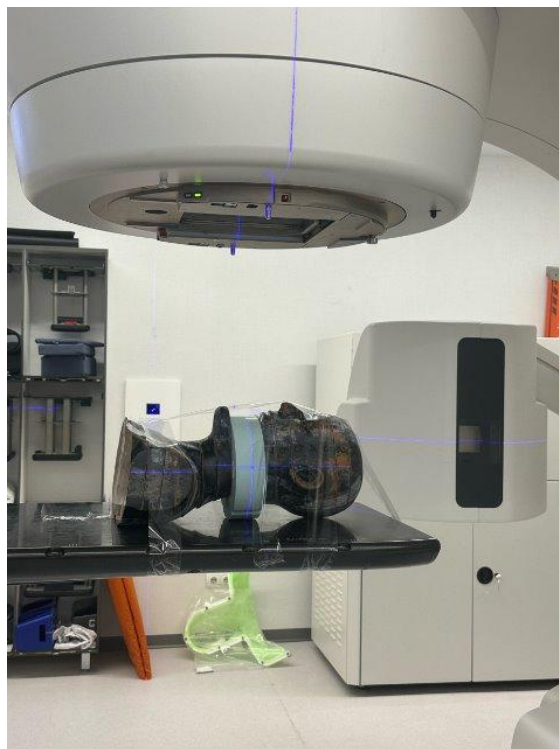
Montaje experimental utilizado para la adquisición de las imágenes iCBCT, en el que el maniquí de densidades, que es el cilindro azul, se sitúa entre dos cortes del maniquí antropomórfico ALDERSON.
